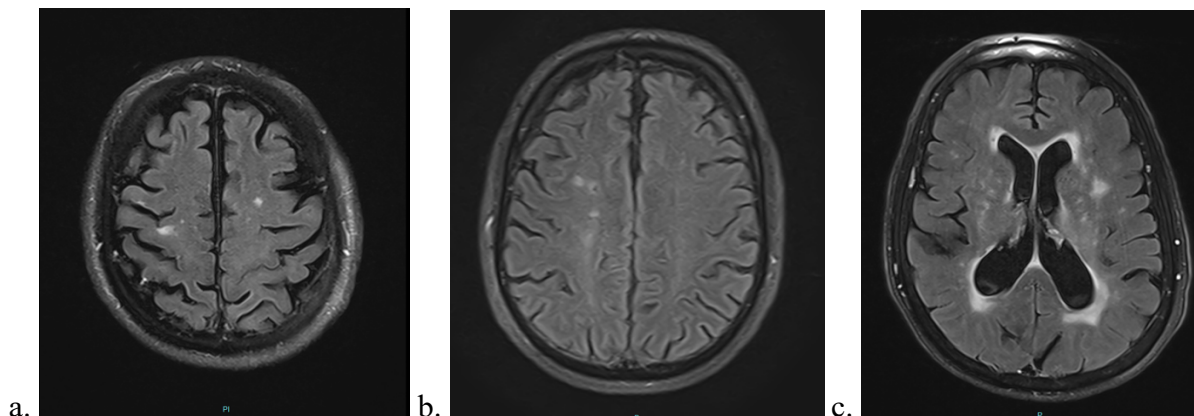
Exemple d'IRM cérébrales issues de la cohorte SILENT rapportant des ICS dont la physiopathologie varie entre les patterns : cardioembolique (a.), sténose artérielle des gros vaisseaux (b.) et maladie des petits vaisseaux (c.).
